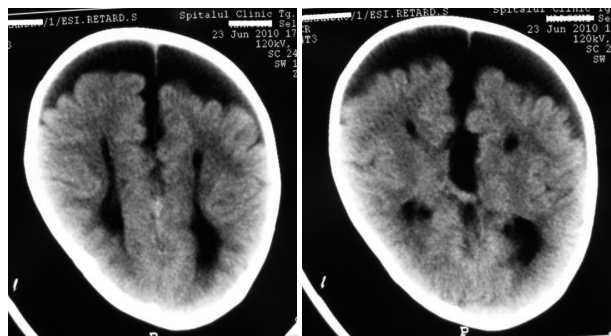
MRI of an 8 months' male patient, diagnosed with the West syndrome
